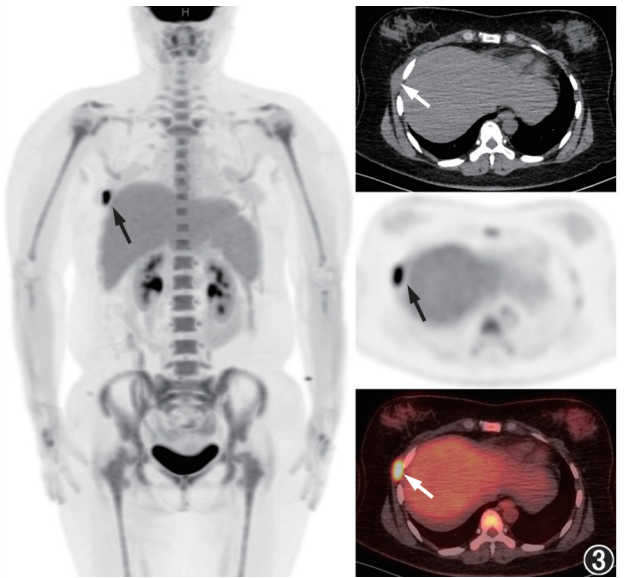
同一患者治疗后¹⁸F-FDG PET/CT显像图。显像结果示治疗后肿块明显缩小,大小为34.0 mm×15.7 mm,糖代谢减低,SUV_{max}为10.5(箭头示)
